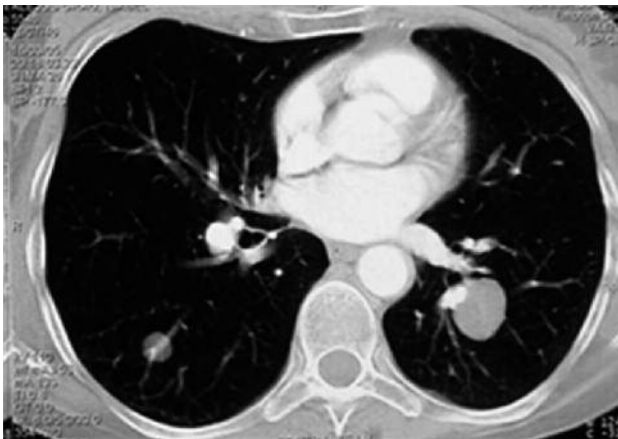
TAC en la que se observan formaciones nodulares múltiples de tamaños distintos en ambos campos pulmonares
